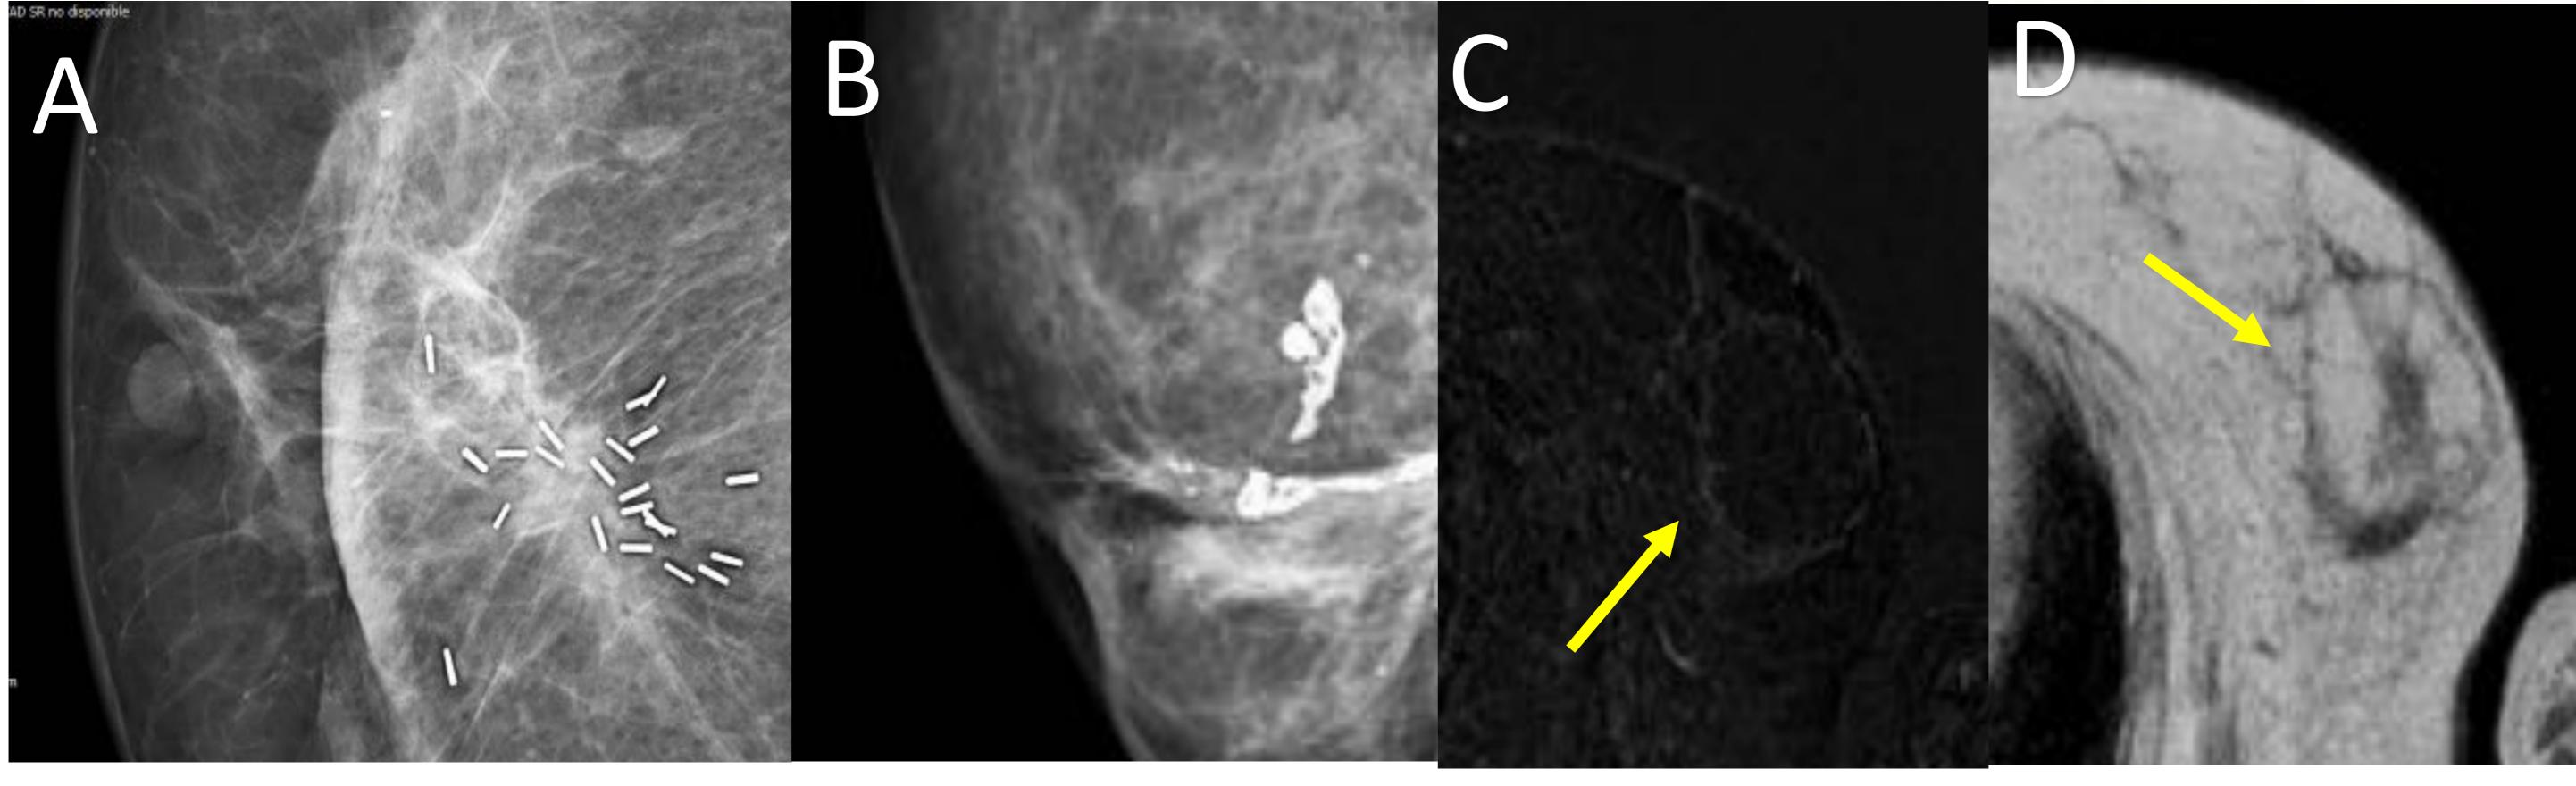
Necrosis grasa. A) Mamografía en la que se muestran cambios postquirúrgicos habituales con aumento de densidad de la mama y clips metálicos. B) Mamografía en la que se observan calcificaciones groseras y extensas cercanas a la cicatriz quirúrgica en relación con áreas de necrosis grasa. C) Corte axial de RM potenciado en T1 con supresión grasa y tras la administración de gadolinio intravenoso. Se observa una lesión isodensa a la grasa del tejido celular subcutáneo, con leve realce periférico D) La lesión den secuencias pT1 mantiene la misma intensidad de señal ala grasa.
